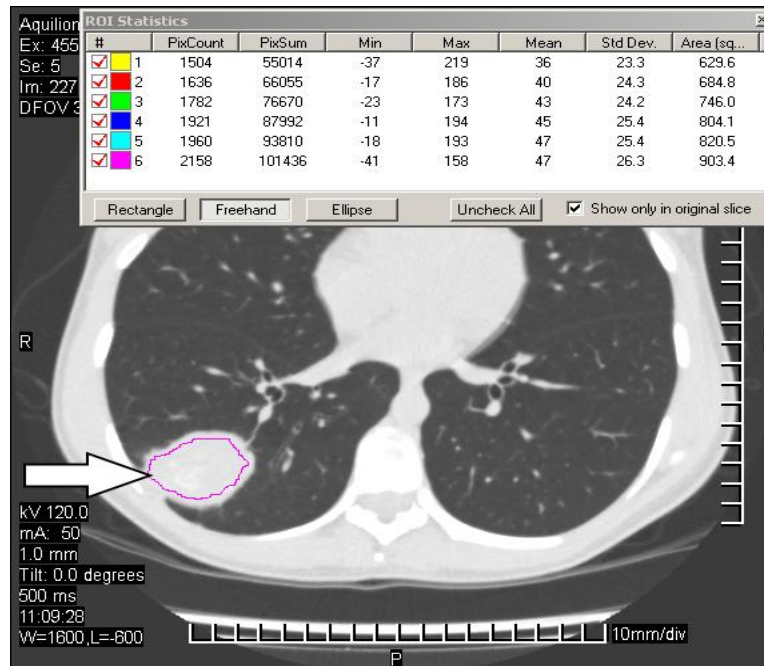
Аксіальний КТ-зріз хворої З. з діагнозом туберкульома нижньої долі правої легені в програмі DICOM VIEVER PHILIPS з таблицею денситометричних показників туберкульоми (остання вказана стрілкою).
